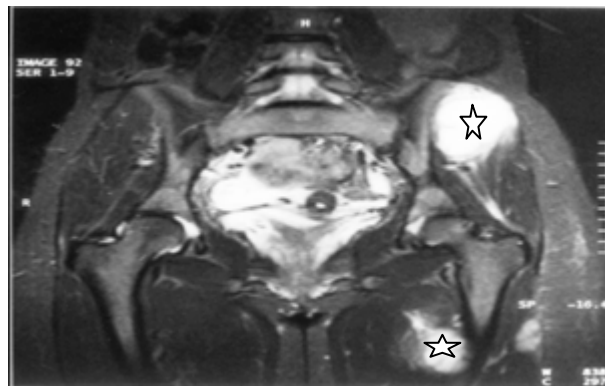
RMN.Mixoma y metástasis a distancia. Metástasis mixomatosas a nivel de región glútea y epífisis femoral izquierda. (*).
